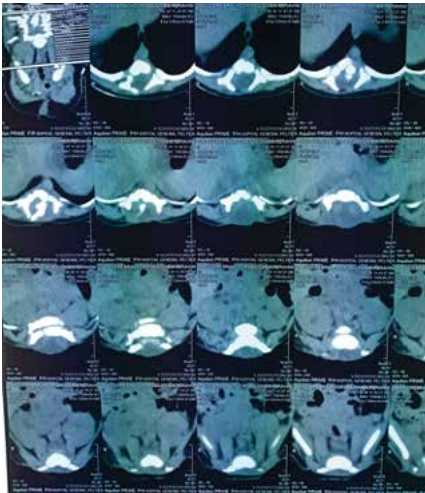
Imágenes de la tomografía axial computarizada de columna dorsolumbar, corte axial, donde se observa el defecto de cierre del tubo neural y meningocele.
